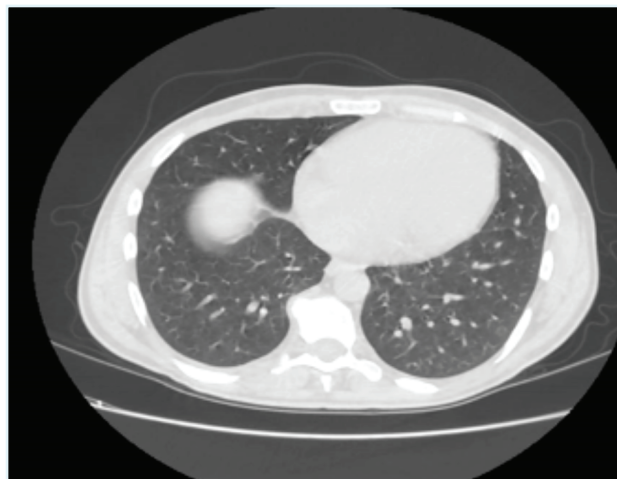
Tomografia computadorizada do tórax, com hipotransparência justa-hilar direita de cerca de 3x1,8 cm e vários micronódulos dispersos no parênquima pulmonar.
